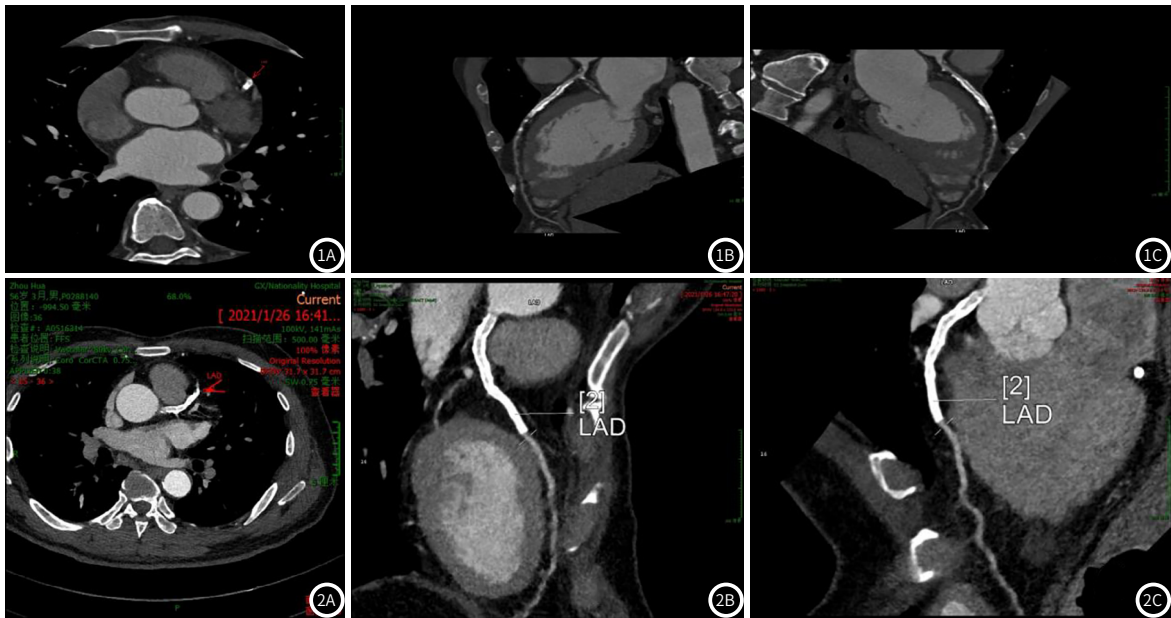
观察组:男,58岁,支架植入1年。采用100kVp管电压,320mg(I)/mL碘佛醇进行CT扫描。图1A为心脏冠脉CTA横轴位图像,图1B~图1C为曲面重建图像,可见左侧冠状动脉前降支上段支架植入,管腔粗细不均匀,管壁见小斑片状钙化;支架远端官腔局部轻-中度狭窄。图2 对照组:男,56岁,支架植入10个月。采用120kVp管电压,370mg(I)/mL碘佛醇进行CT扫描。图2A为心脏冠脉CTA横轴位图像,图2B~图2C为曲面重建图像,可见左侧冠状动脉前降支上段支架植入,支架腔内粗细不均匀,边缘欠光整;支架腔内局部中-重度狭窄。
